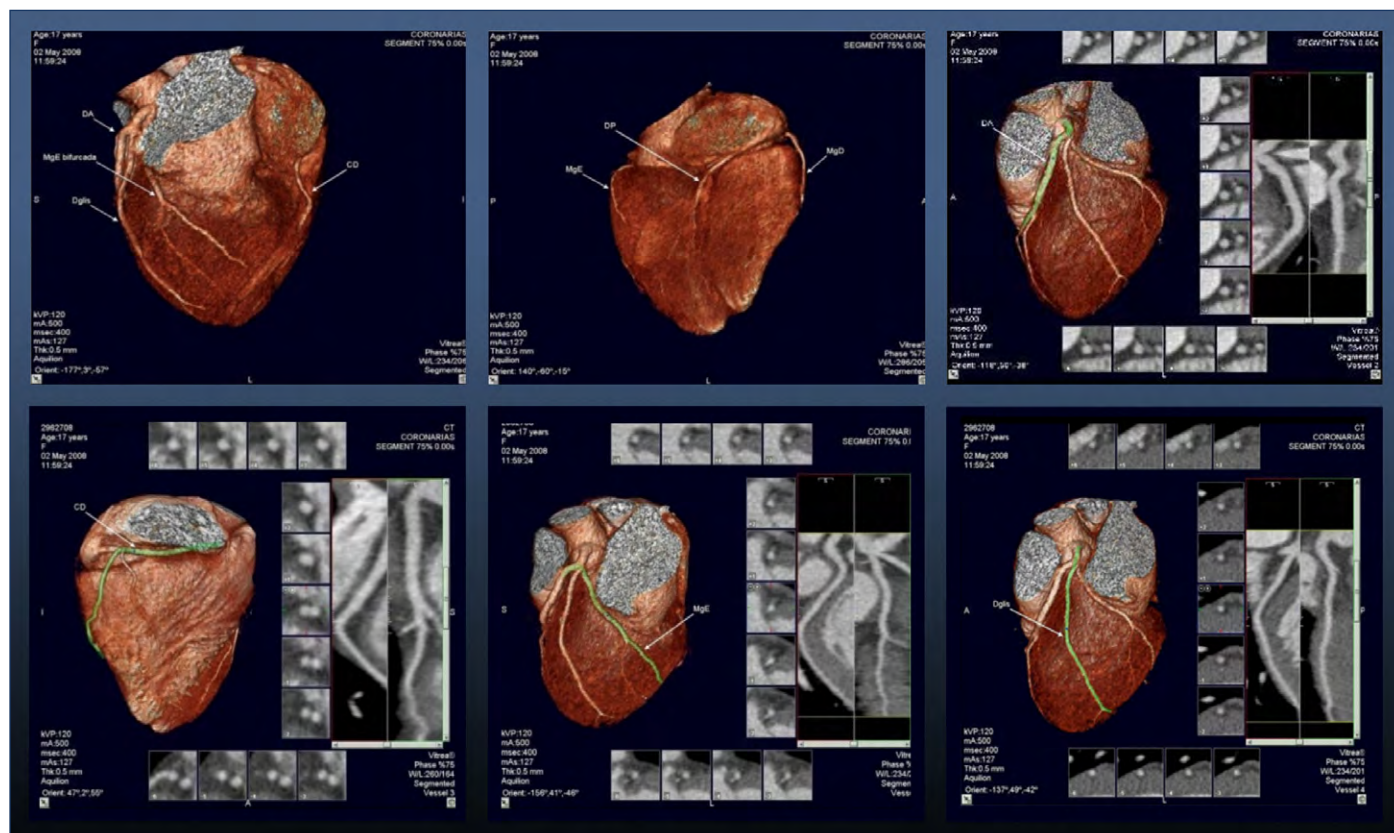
Angiotomografia de coronárias mostrando ponte miocárdica na artéria descendente anterior, ramo diagonalis, ramo marginal e coronária direita.
